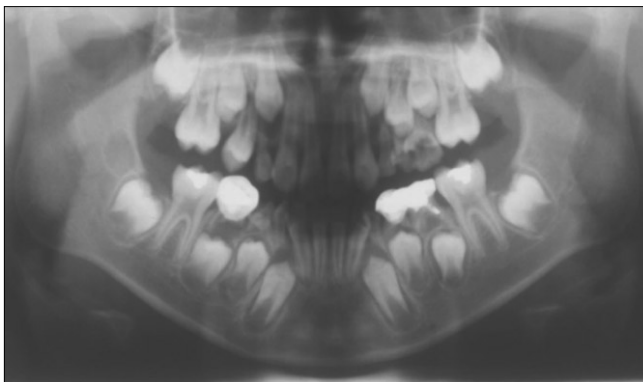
Initial panoramic and periapical radiographs showing caries in the maxillary left first and second primary molars.
